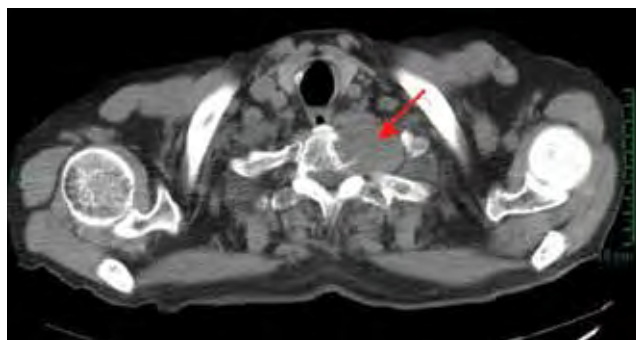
Imagem de angio-TC com presença de massa tumoral com cerca de 5,2 cm de diâmetro no escavado supraclavicular esquerdo com densidade de tecidos moles, que colide com o corpo vertebral de C7, e que quase penetra o canal medular.
